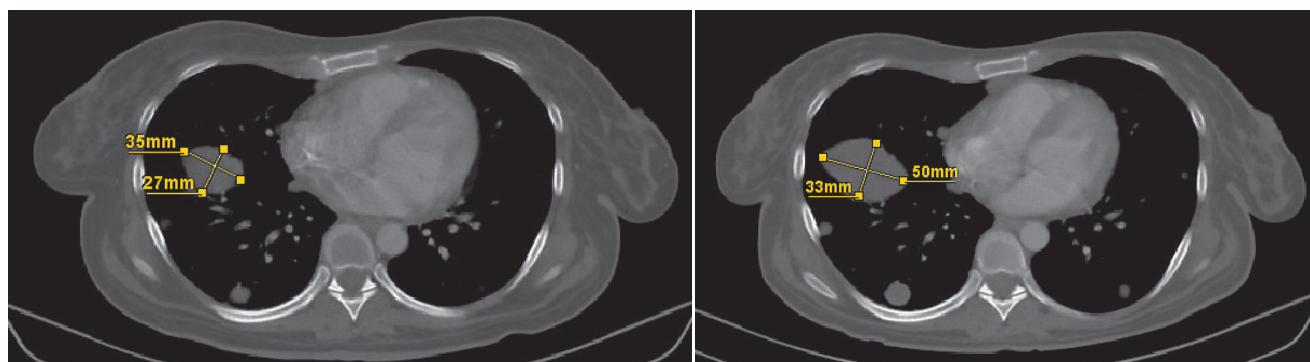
Компьютерная томография органов грудной клетки в динамике 27.06–15.08.2018 г.:
